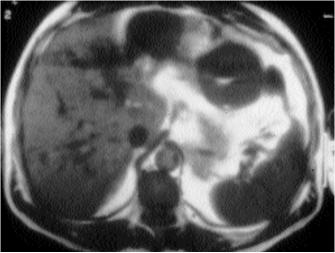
RMN GIST GASTRICO (T2): Necrosi centrale.
